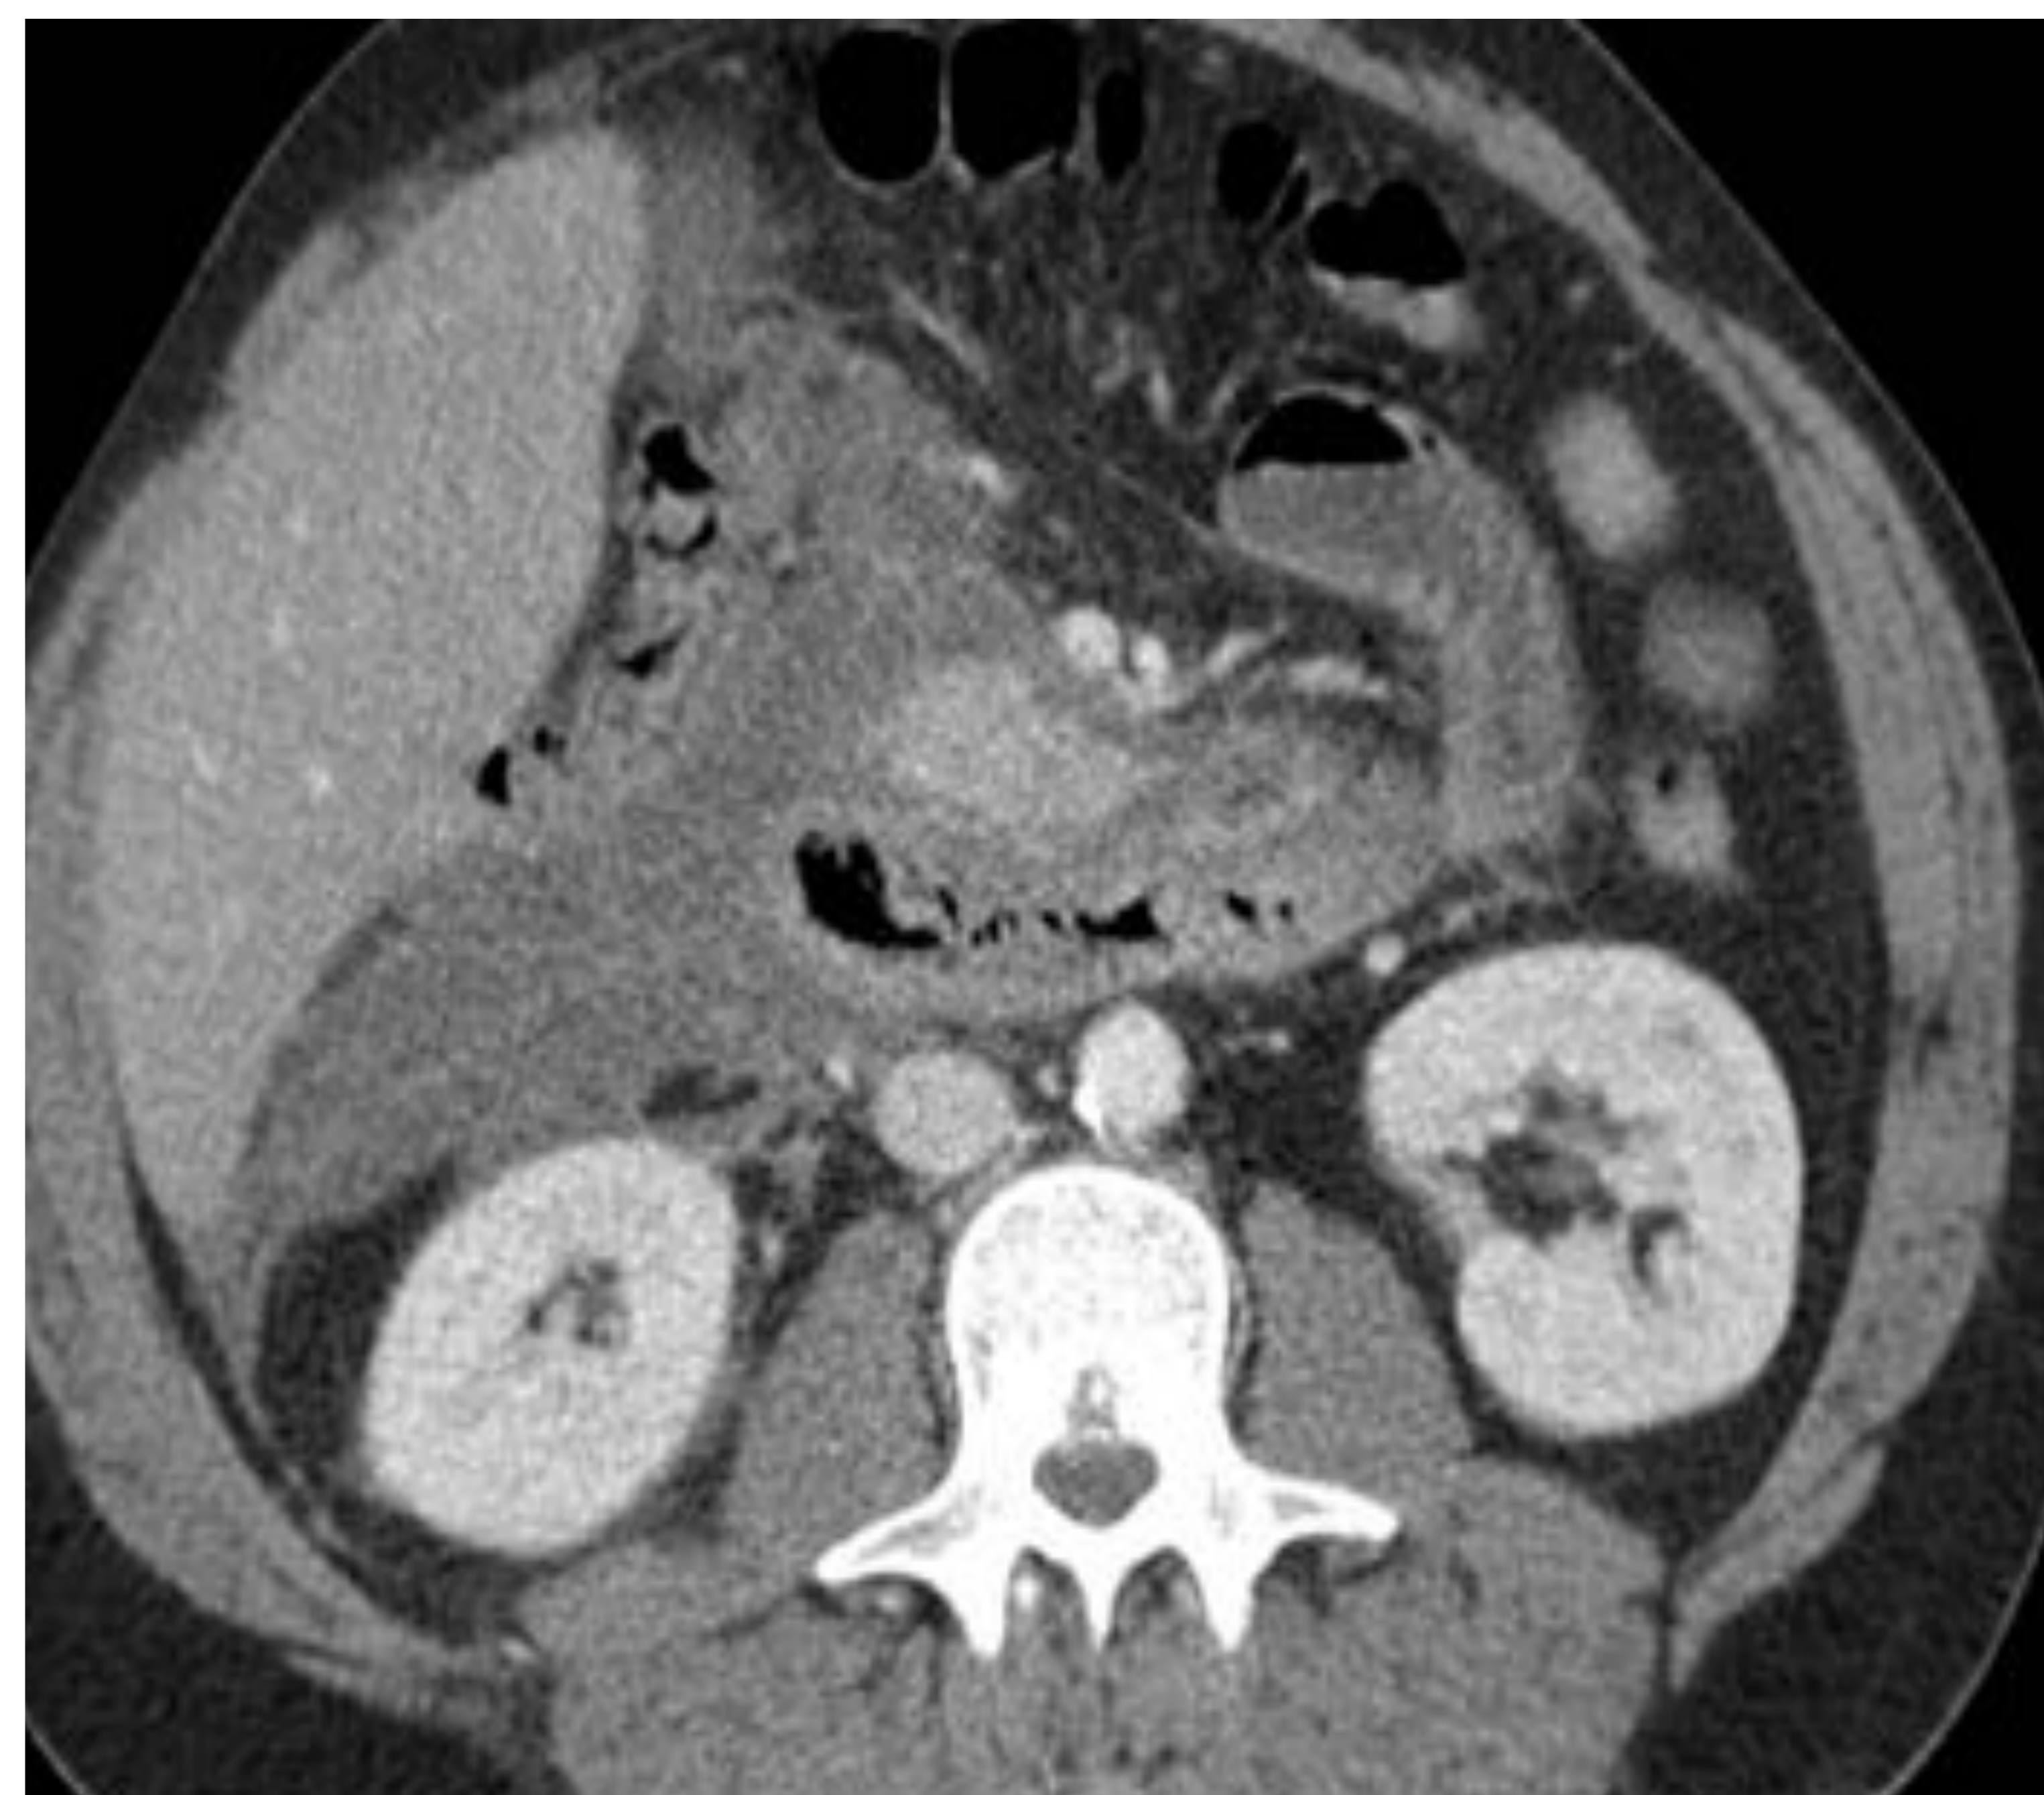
Colección líquida peripancreática aguda. *Correlación con TC con contraste iv.*
